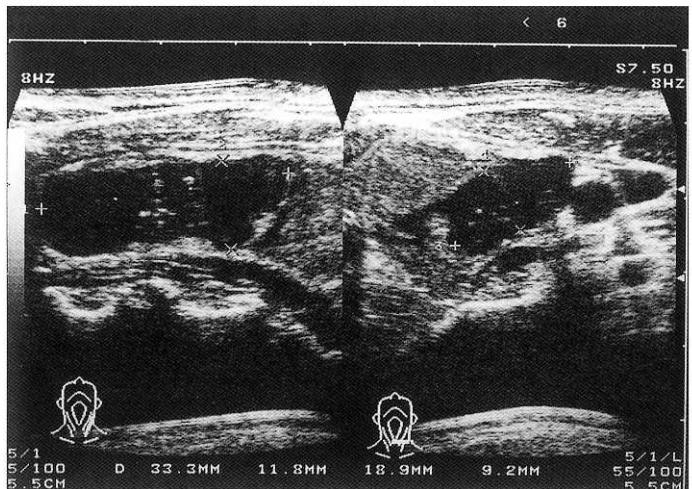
ベタメタゾン注入穿刺吸引後、約5ヵ月経過した超音波像 (3.3 × 1.9 × 1.2 cm の嚢胞内容が一部残存している)
